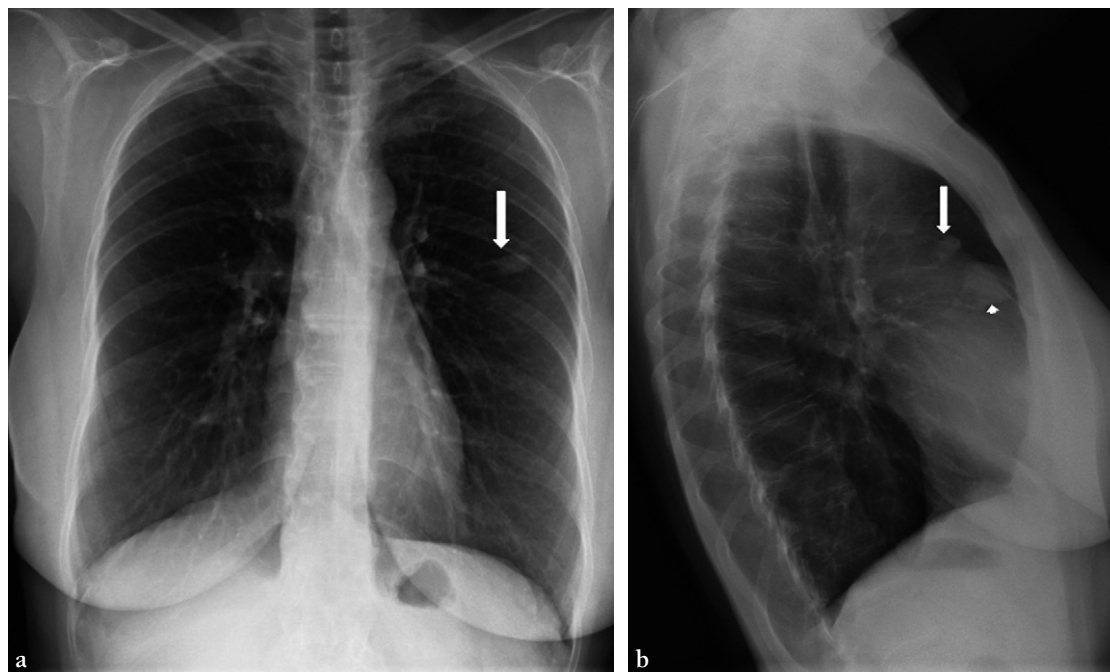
Malformation artérioveineuse pulmonaire sur la radiographie thoracique.
